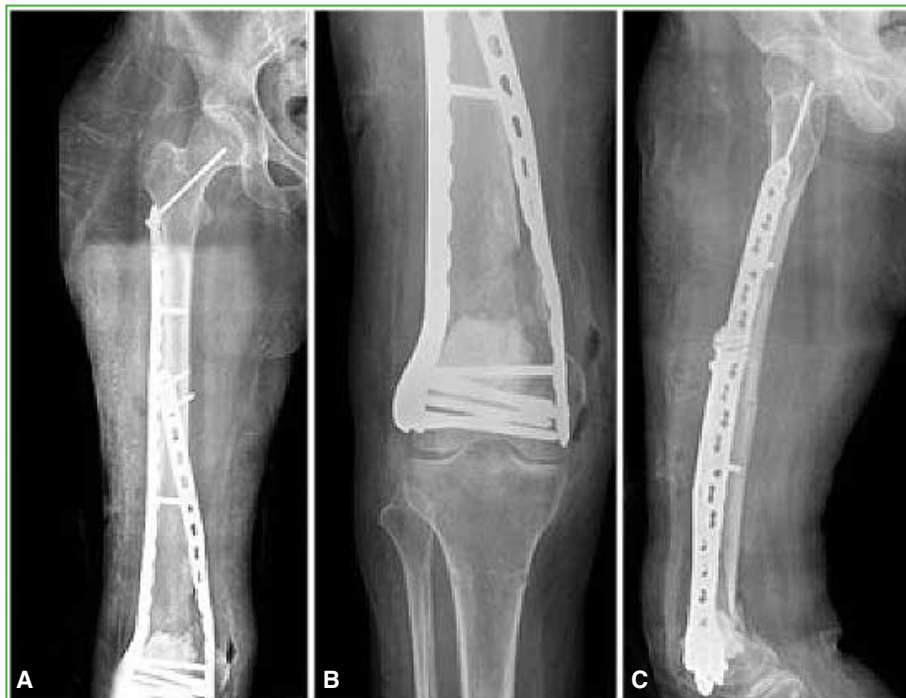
A. Radiografía de fémur, de frente. B. Radiografía de rodilla, de frente. C. Radiografía de fémur, de perfil. Posoperatorio inmediato. Placa helicoidal de 10 orificios adaptada al fémur distal, colocada por vía medial y manejo del defecto metafisario con espaciador de cemento.
